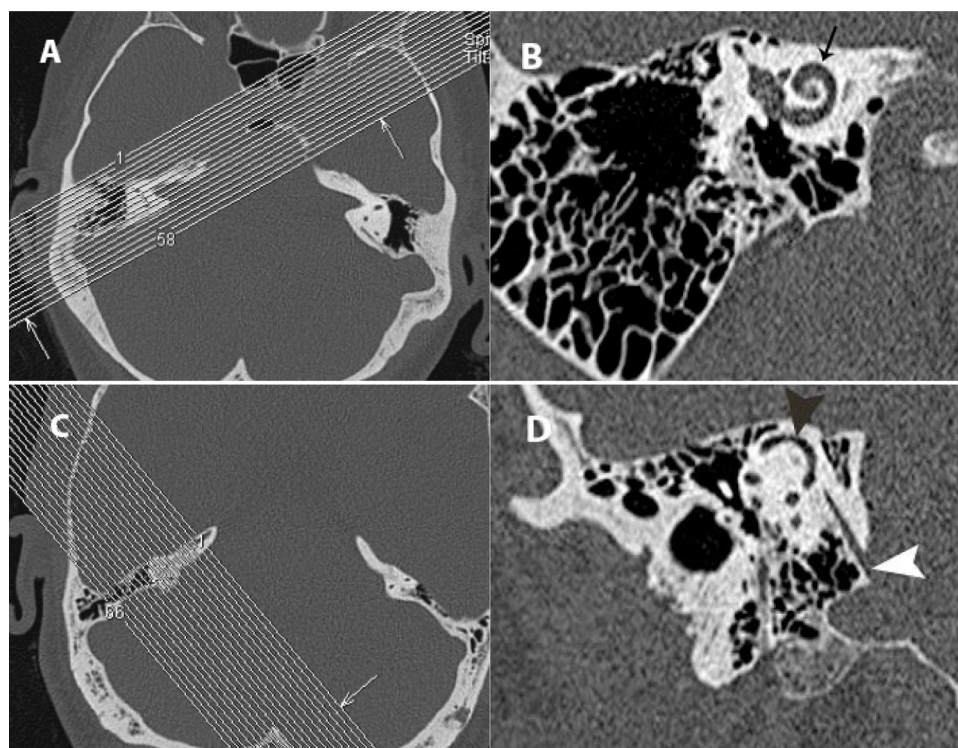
A) Planificación de reconstrucción de Stenvers. Las líneas blancas oblicuas representan la planificación del corte (paralelo al eje principal del peñasco). B) TC: reconstrucción de Stenvers. Eje corto de la cóclea (flecha). C) Planificación de la reconstrucción de Pöschl. Las líneas son perpendiculares al eje principal del peñasco. D) Tomografía computarizada: reconstrucción de Pöschl. CSS: conducto semicircular superior (punta de flecha negra) y acueducto vestibular (punta de flecha blanca).
